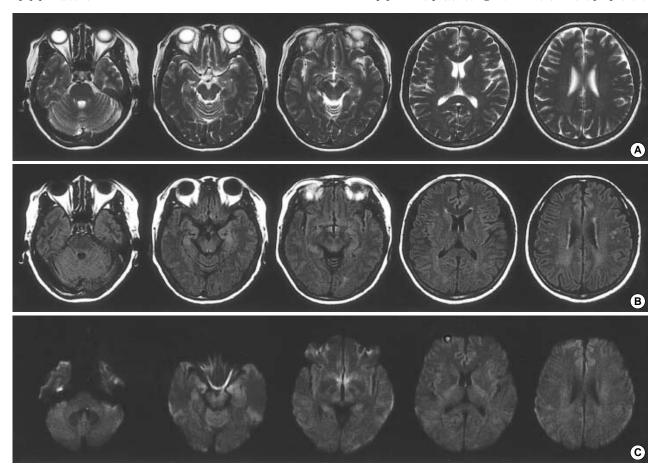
Brain MRI of the patient. T2-weighted (A), FLAIR (B), and diffusion weighted (C) images show no abnormal findings.
